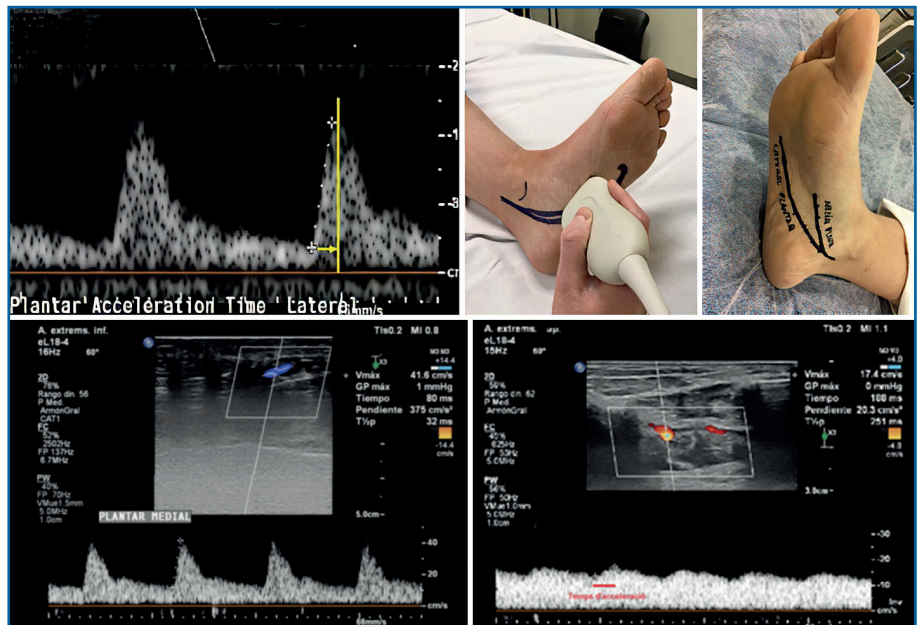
Arriba: tiempo de aceleración pedal, curva adecuada. Transductor Doppler en arteria plantar medial; abajo: curva en arteria sana y en arteria con patología isquémica.
